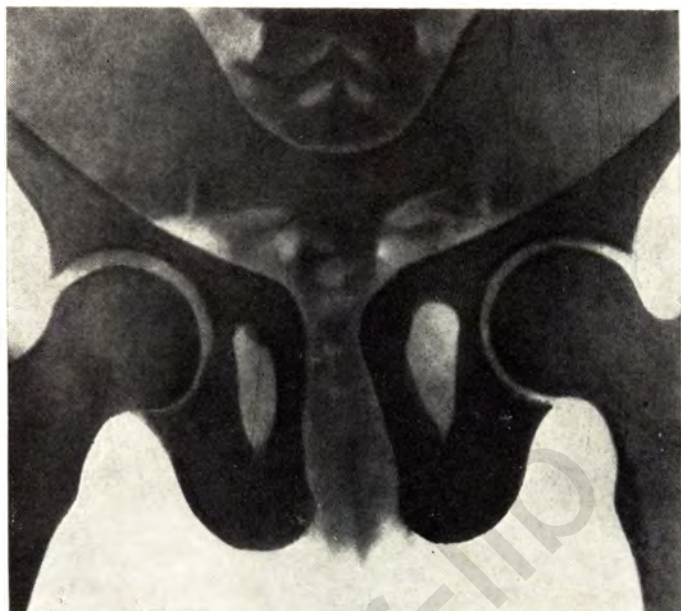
Рентгенограмма входа в таз. Остеомалатический таз. Щелеобразная форма входа в малый таз. Расширение лонного сочленения.
